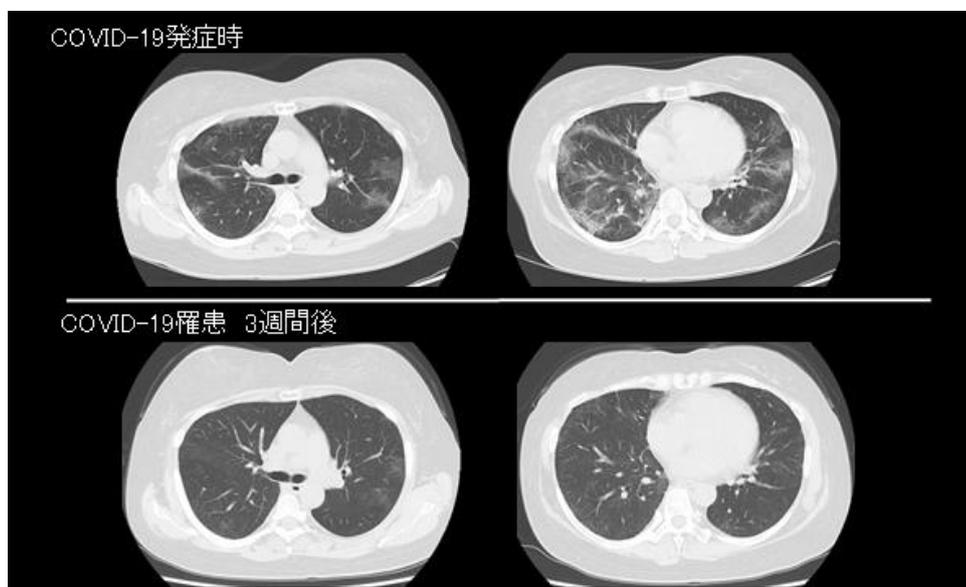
症例 2 今回入院時と治療後の胸部 CT.
